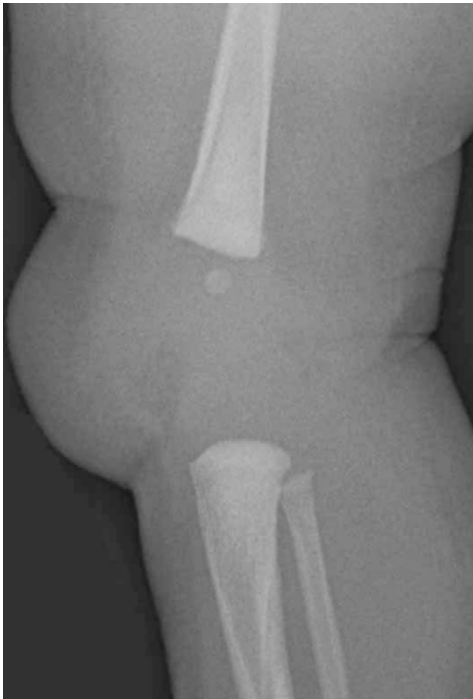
Röntgenaufnahme des Kniegelenks eines neugeborenen Mädchens. Die Patella ist komplett knorpelig, ein kleiner Knochenkern im Bereich der Femurkondylen ist sichtbar. (Kahn LS et al. Normalbefunde in der Skelettreifung. Stuttgart: Thieme; 2012: 529, Abb. 31.2)
